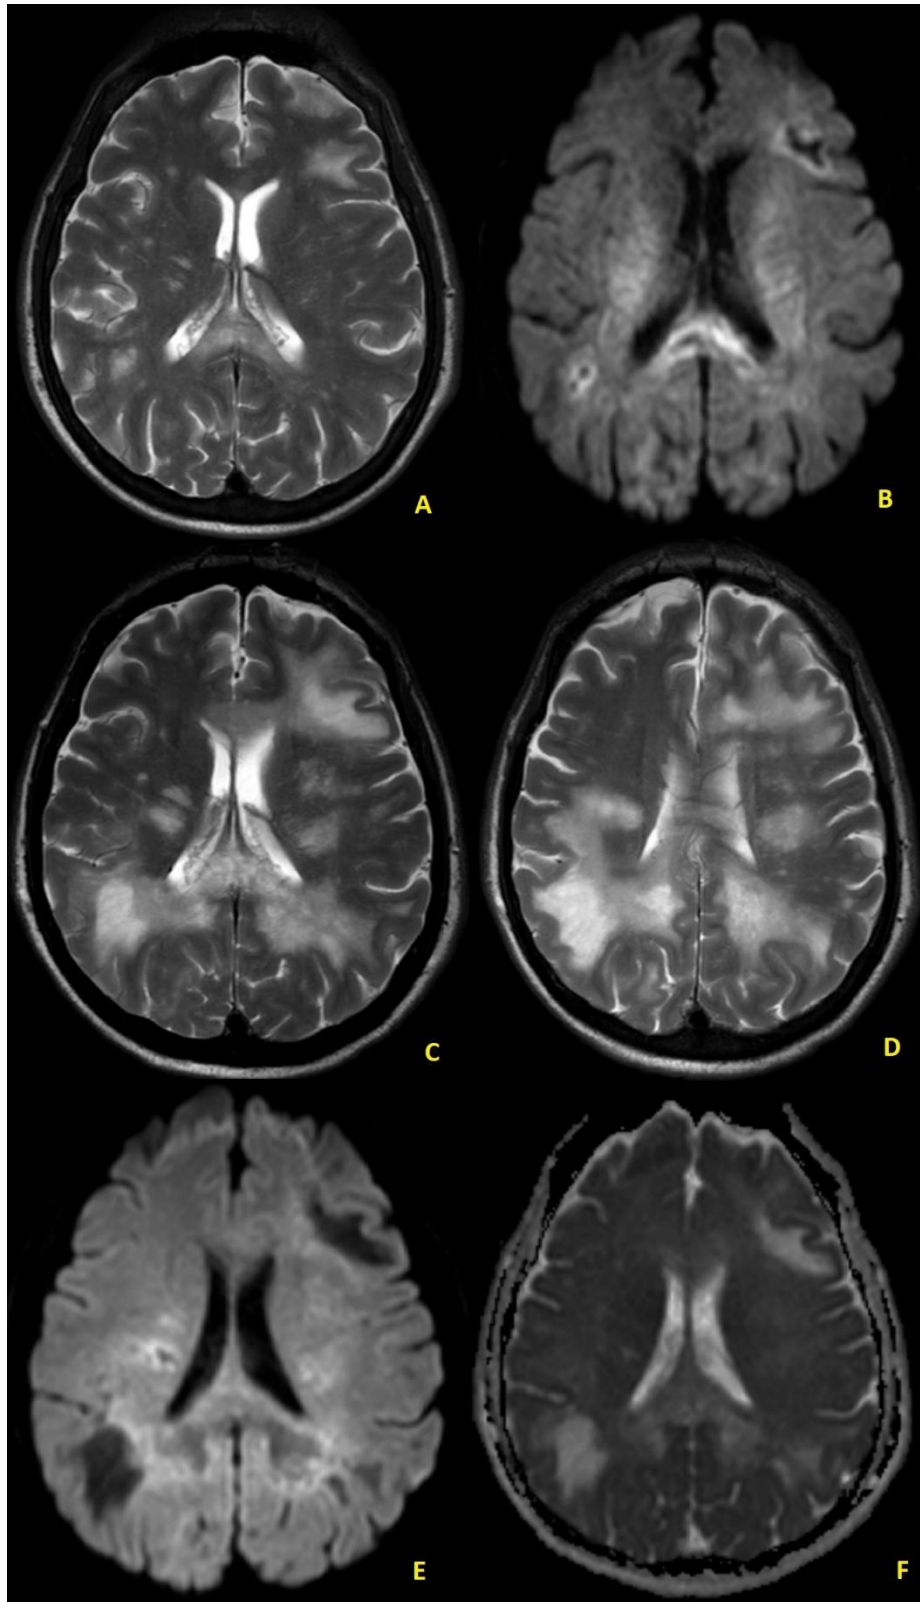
Sexo masculino, PCR positivo para o JC no LCR. Lesões multifocais no lobo parietal direito, lobo frontal esquerdo e esplênio do corpo caloso com prolongamento T2 (A) e hipersinal DWI na periferia (B). Após dois meses houve crescimento massivo das lesões (C e D). Embora ainda se observem muitas áreas de hipersinal DWI (E), destaca-se que na lesão do lobo parietal direito se observa grande área de hipossinal DWI com ADC elevado (F), provavelmente refletindo esgotamento do processo desmielinizante.
